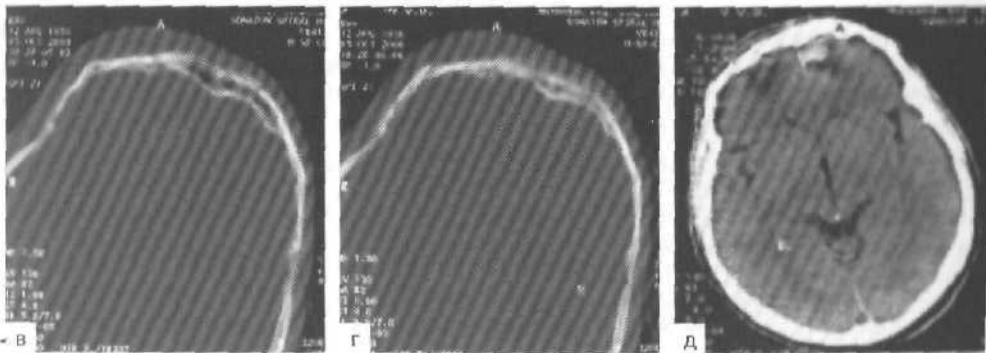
Компьютерные томограммы. Ударный механизм формирования очагов контузии при вдавленном переломе лобной кости с растрескиванием.
